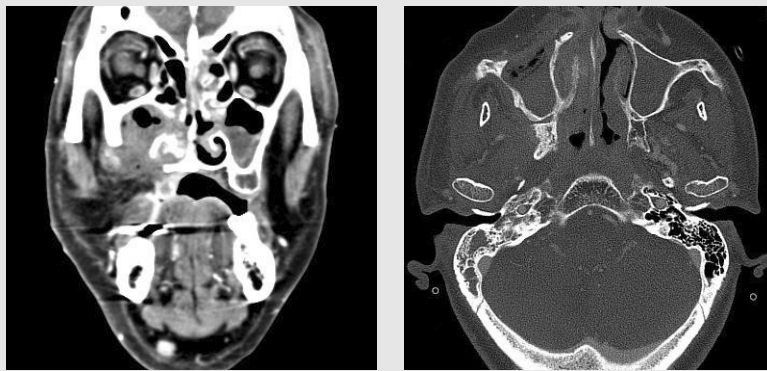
Postoperative CT finding(술후 CT)
